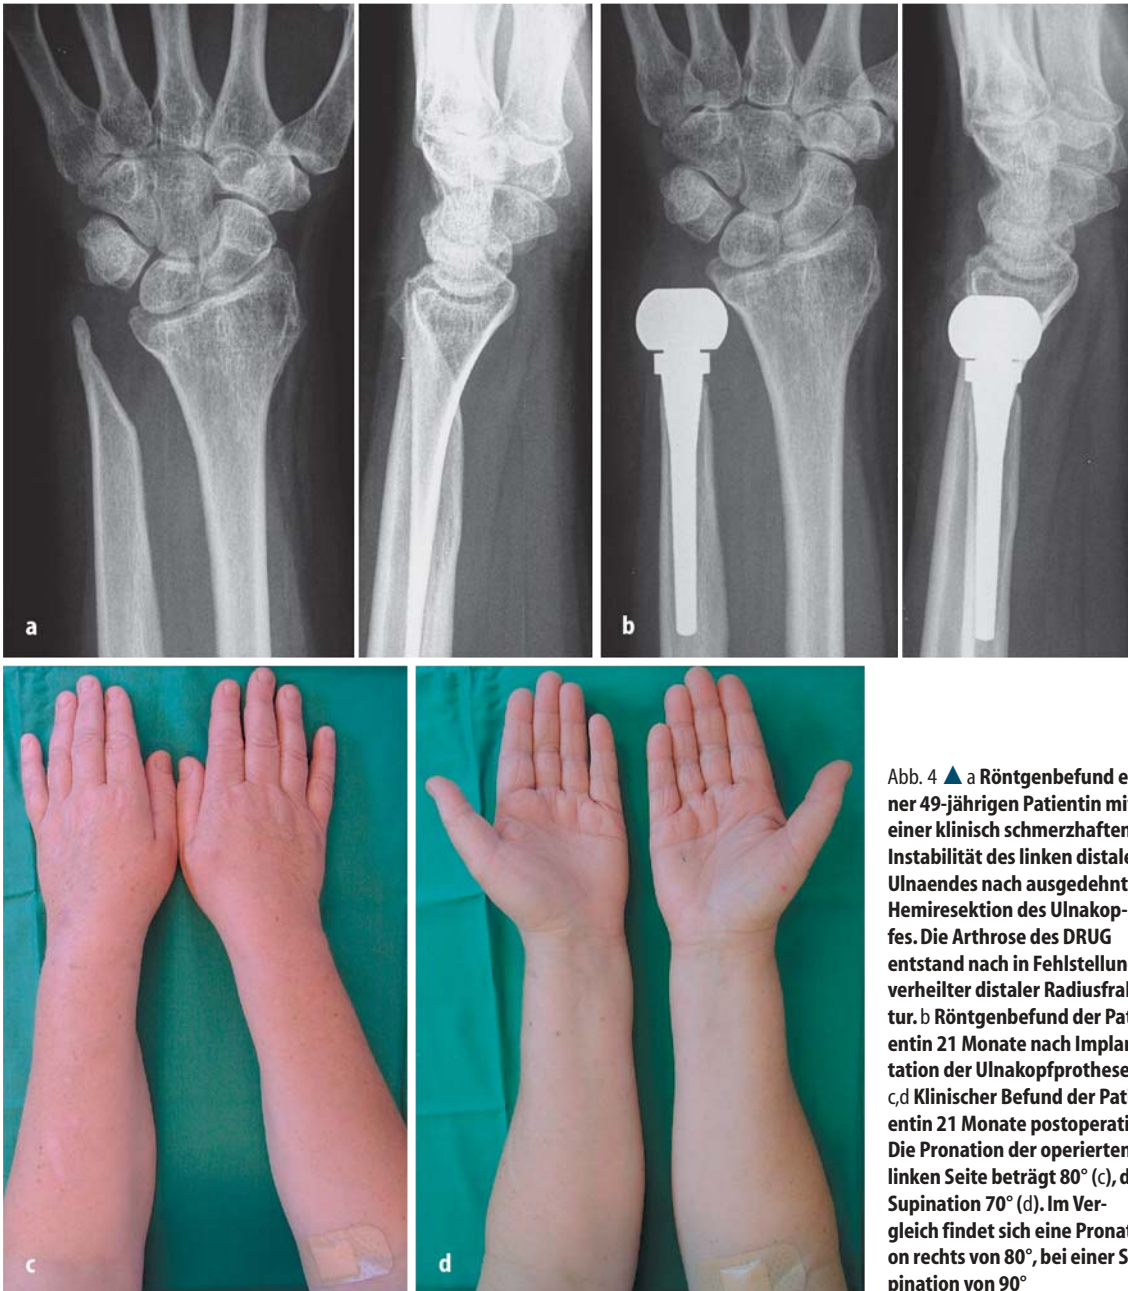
▲ a Röntgenbefund einer 49-jährigen Patientin mit einer klinisch schmerzhaften Instabilität des linken distalen Ulnaendes nach ausgedehnter Hemiresektion des Ulnakopfes. Die Arthrose des DRUG entstand nach in Fehlstellung verheilte distaler Radiusfraktur. b Röntgenbefund der Patientin 21 Monate nach Implantation der Ulnakopfprothese. c, d Klinischer Befund der Patientin 21 Monate postoperativ. Die Pronation der operierten linken Seite beträgt 80° (c), die Supination 70° (d). Im Vergleich findet sich eine Pronation rechts von 80°, bei einer Supination von 90°
